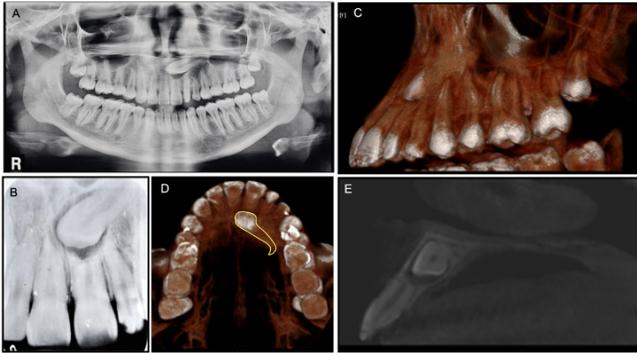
Imágenes radiológicas iniciales: A) Ortopantomografía inicial. B) Radiografía periapical inicial. C) Reconstrucción tomográfica, vista sagital. D) Reconstrucción tomográfica, vista axial. E) Corte tomográfico, vista sagital.
